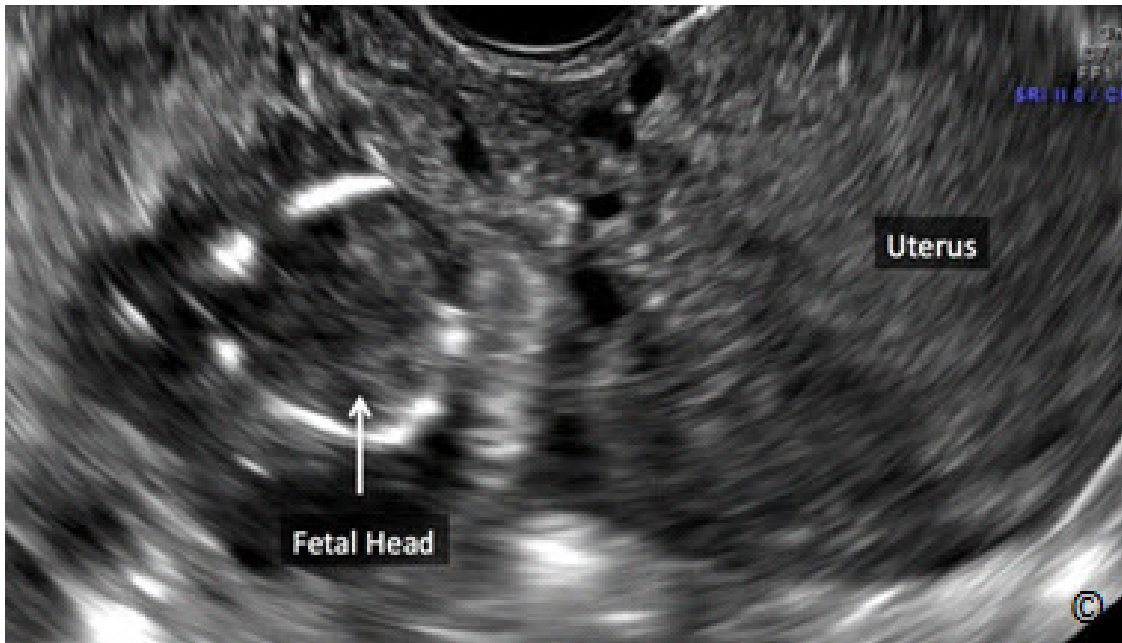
Ultrasonido transvaginal de un embarazo ectópico abdominal a las 14 semanas de gestación en la pelvis derecha (el mismo que en la figura 13.25) después de la inyección directa de cloruro de potasio y metotrexato. El útero (con la etiqueta) se ve separado del embarazo ectópico. La cabeza del feto macerada está rotulada.)
